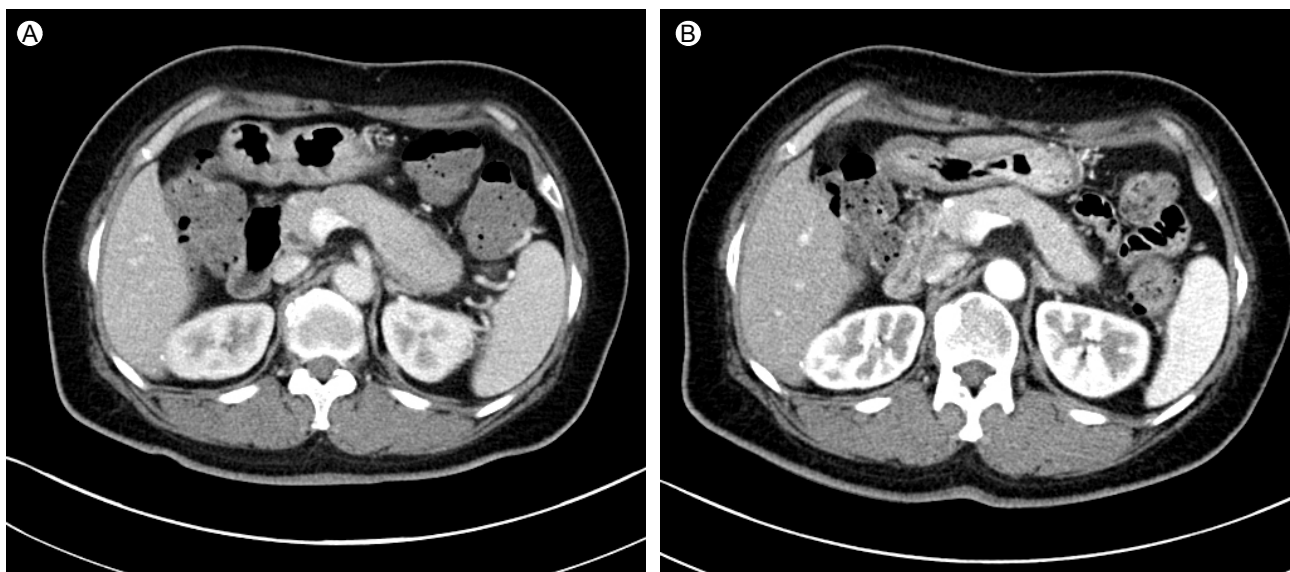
Abdominal computed tomography (CT) findings. (A) A CT image shows focal enlargement of the pancreas body and tail with a sausage-shaped appearance. (B) A follow-up CT image 3 months after the start of steroid therapy shows a marked decrease in pancreas swelling.
